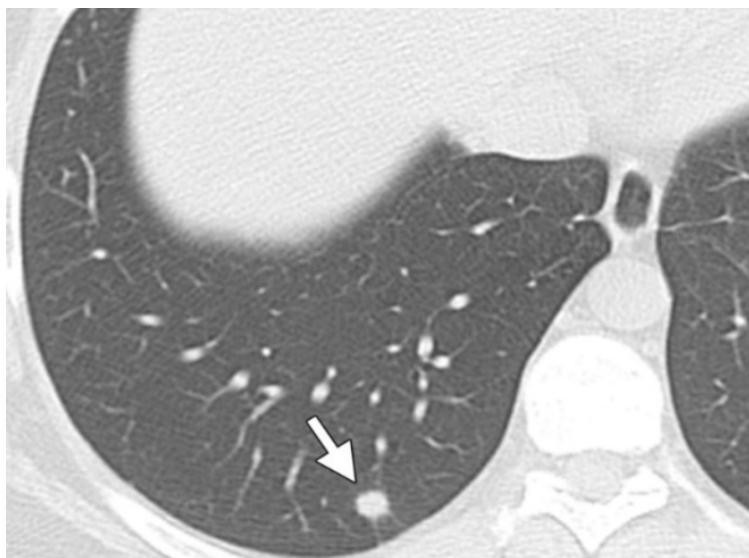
КТ ОГК. Легочный метастаз ГКОК (белая стрелка) (<https://radiopaedia.org>).
